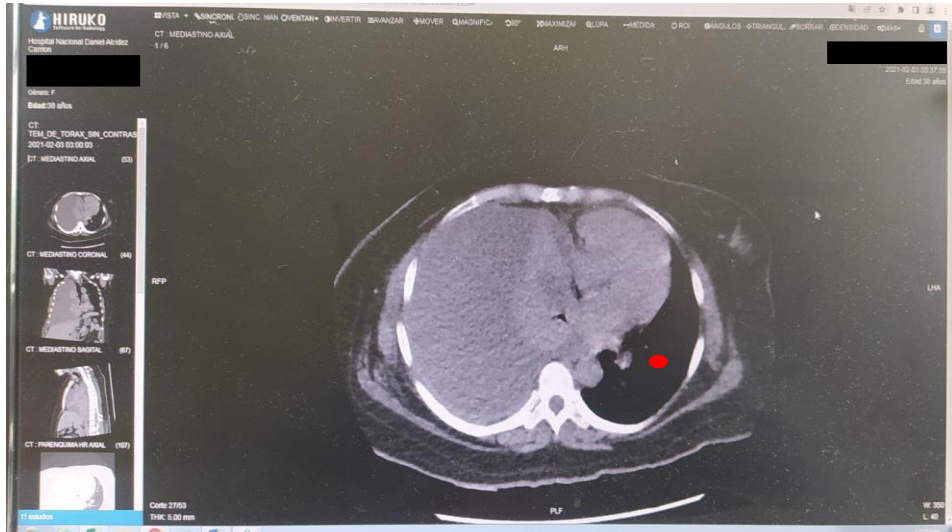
Tomografía Espiral Multicorte de Tórax sin contraste en Mediastino Axial muestra Atelectasia Pasiva en lado derecho
